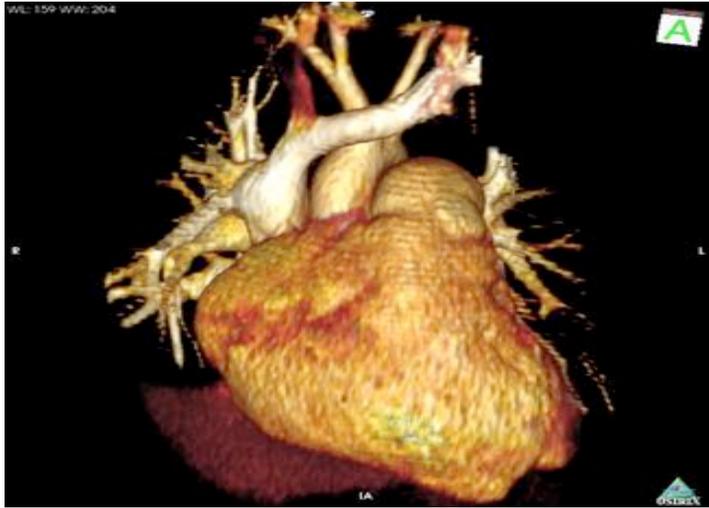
Axial bright blood magnetic resonance imaging (left) reveals a large right upper
